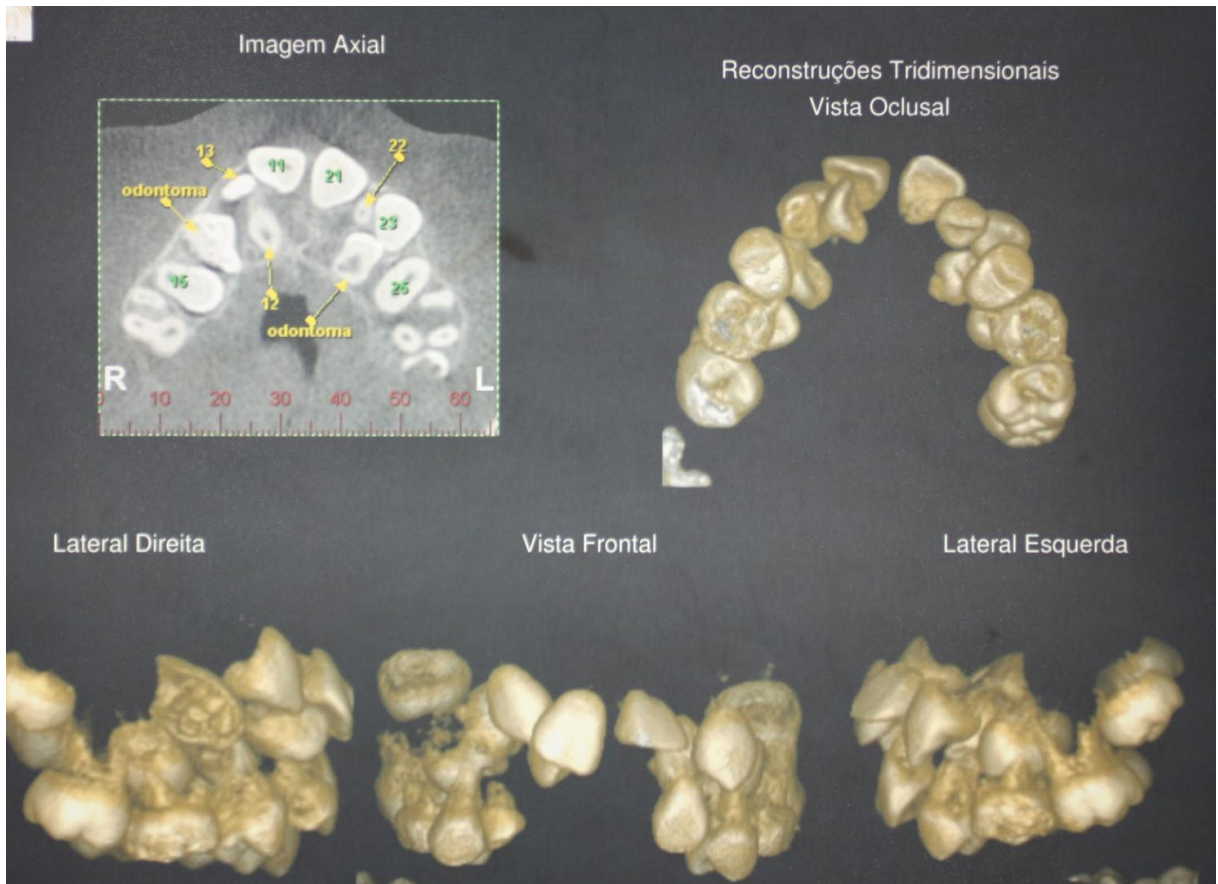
Tomografia Computadorizada da Maxila 2011.
